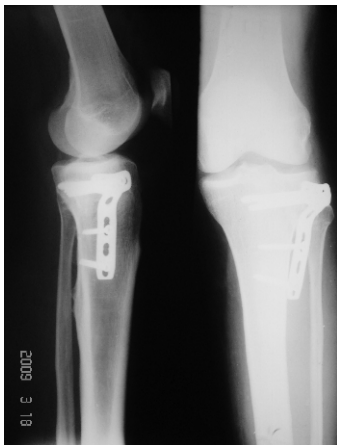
Контрольна рентгенограма хворого К. віком 42 р., виконана на 3-тю добу з моменту оперативного втручання.
